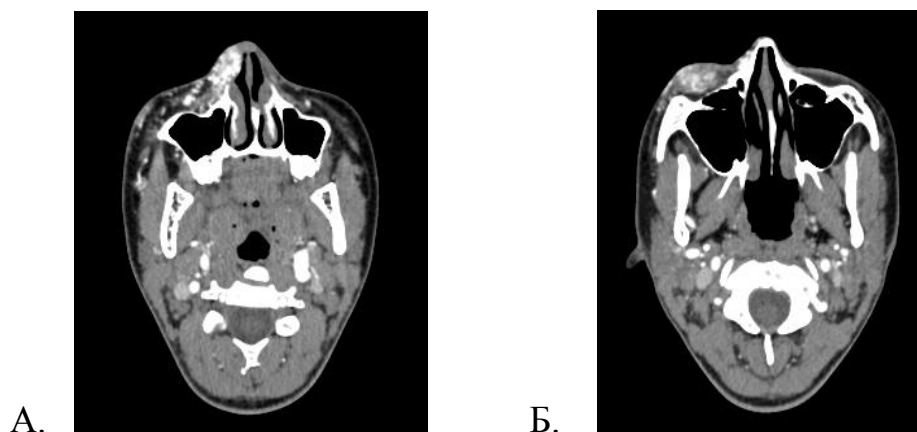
КТ-исследование головы с контрастированием: выявлена артериовенозная ангиодисплазия в области спинки носа (А.) и правого нижнего века (Б.).
